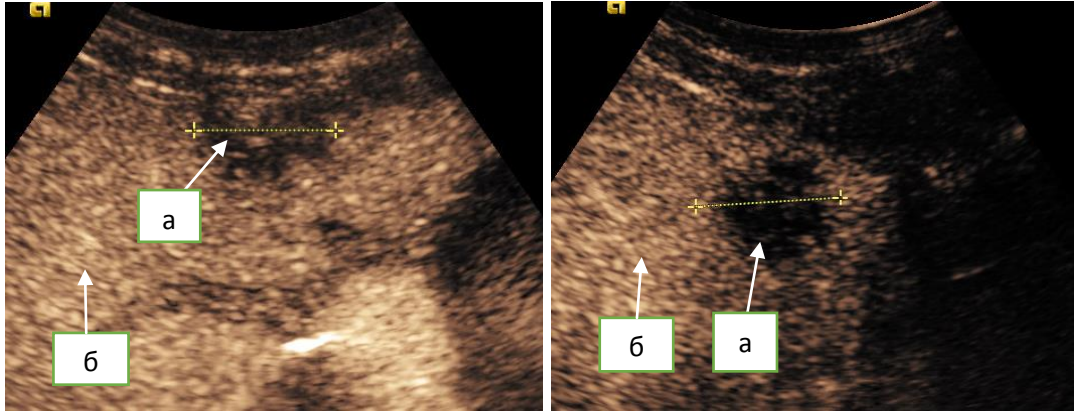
Ультразвуковая томограмма метастазов в печени при контрастно усиленной УЗИ поздняя фаза: а) гипоехогенный метастаз б) паренхима печени.
